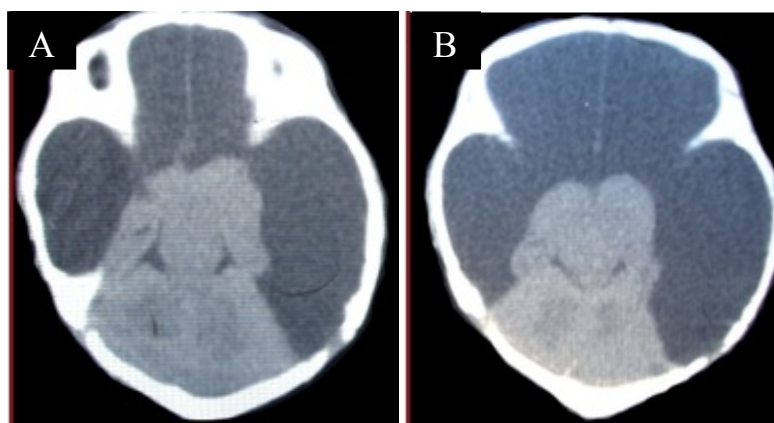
Tomografia típica de paciente com hidranencefalia. Note a ausência de córtex cerebral e preenchimento da cavidade craniana por líquido. As únicas estruturas encefálicas presentes são tronco encefálico, cerebelo e diencéfalo.
